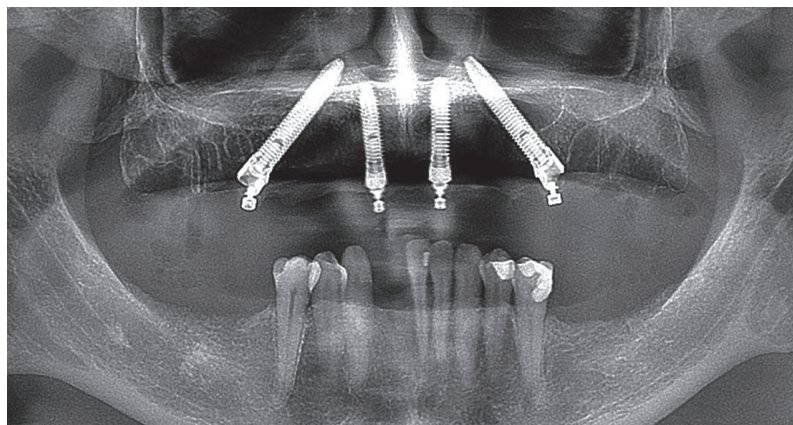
Röntgenologischer Status postoperativ.
